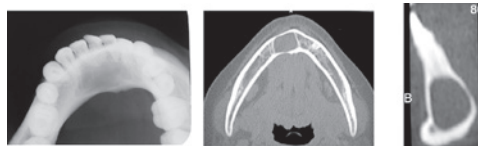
Radiografía oclusal y Tomografía Computarizada.
